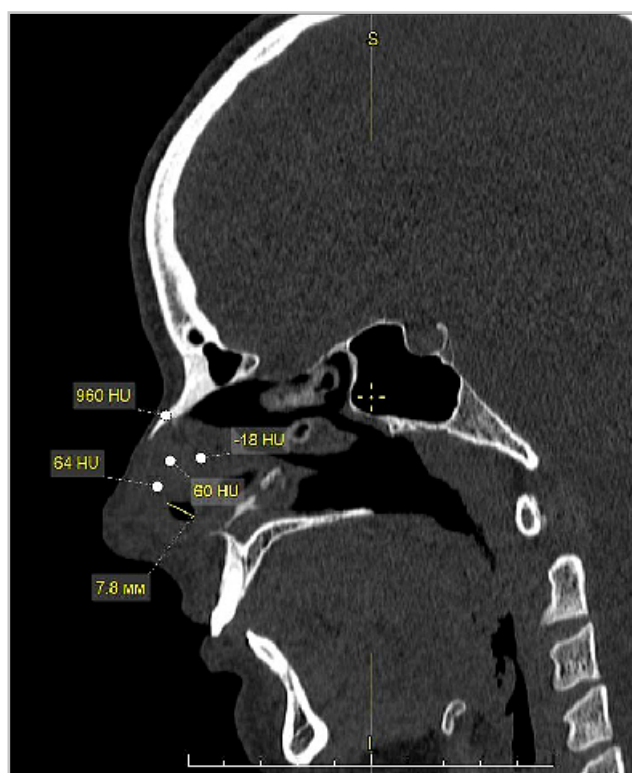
МСКТ перегородки носа и околоносовых пазух в костном режиме Sinus / Dental, мультипланарная реконструкция в сагиттальной плоскости. Перфоративное отверстие хрящевого отдела перегородки носа размером 7,8 мм. Плотность хрящевого отдела перегородки носа составляет 60–64 ед. HU
